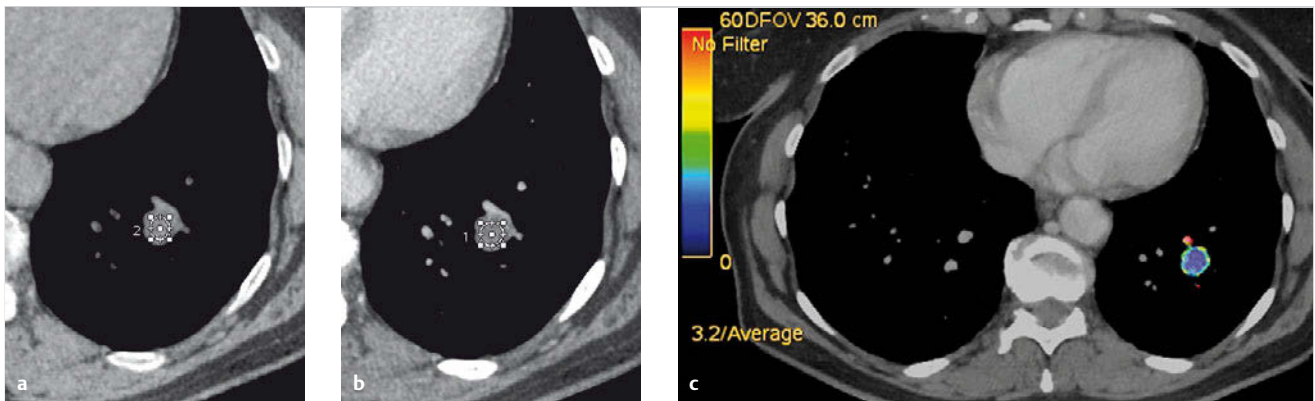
Benigner Rundherd im linken Unterlappen. CT-Kontrastmitteldynamik.
